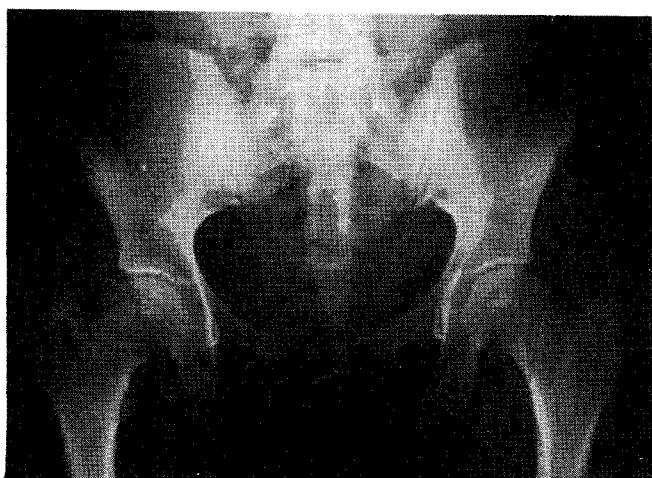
X-ray of the hips in case 1.
